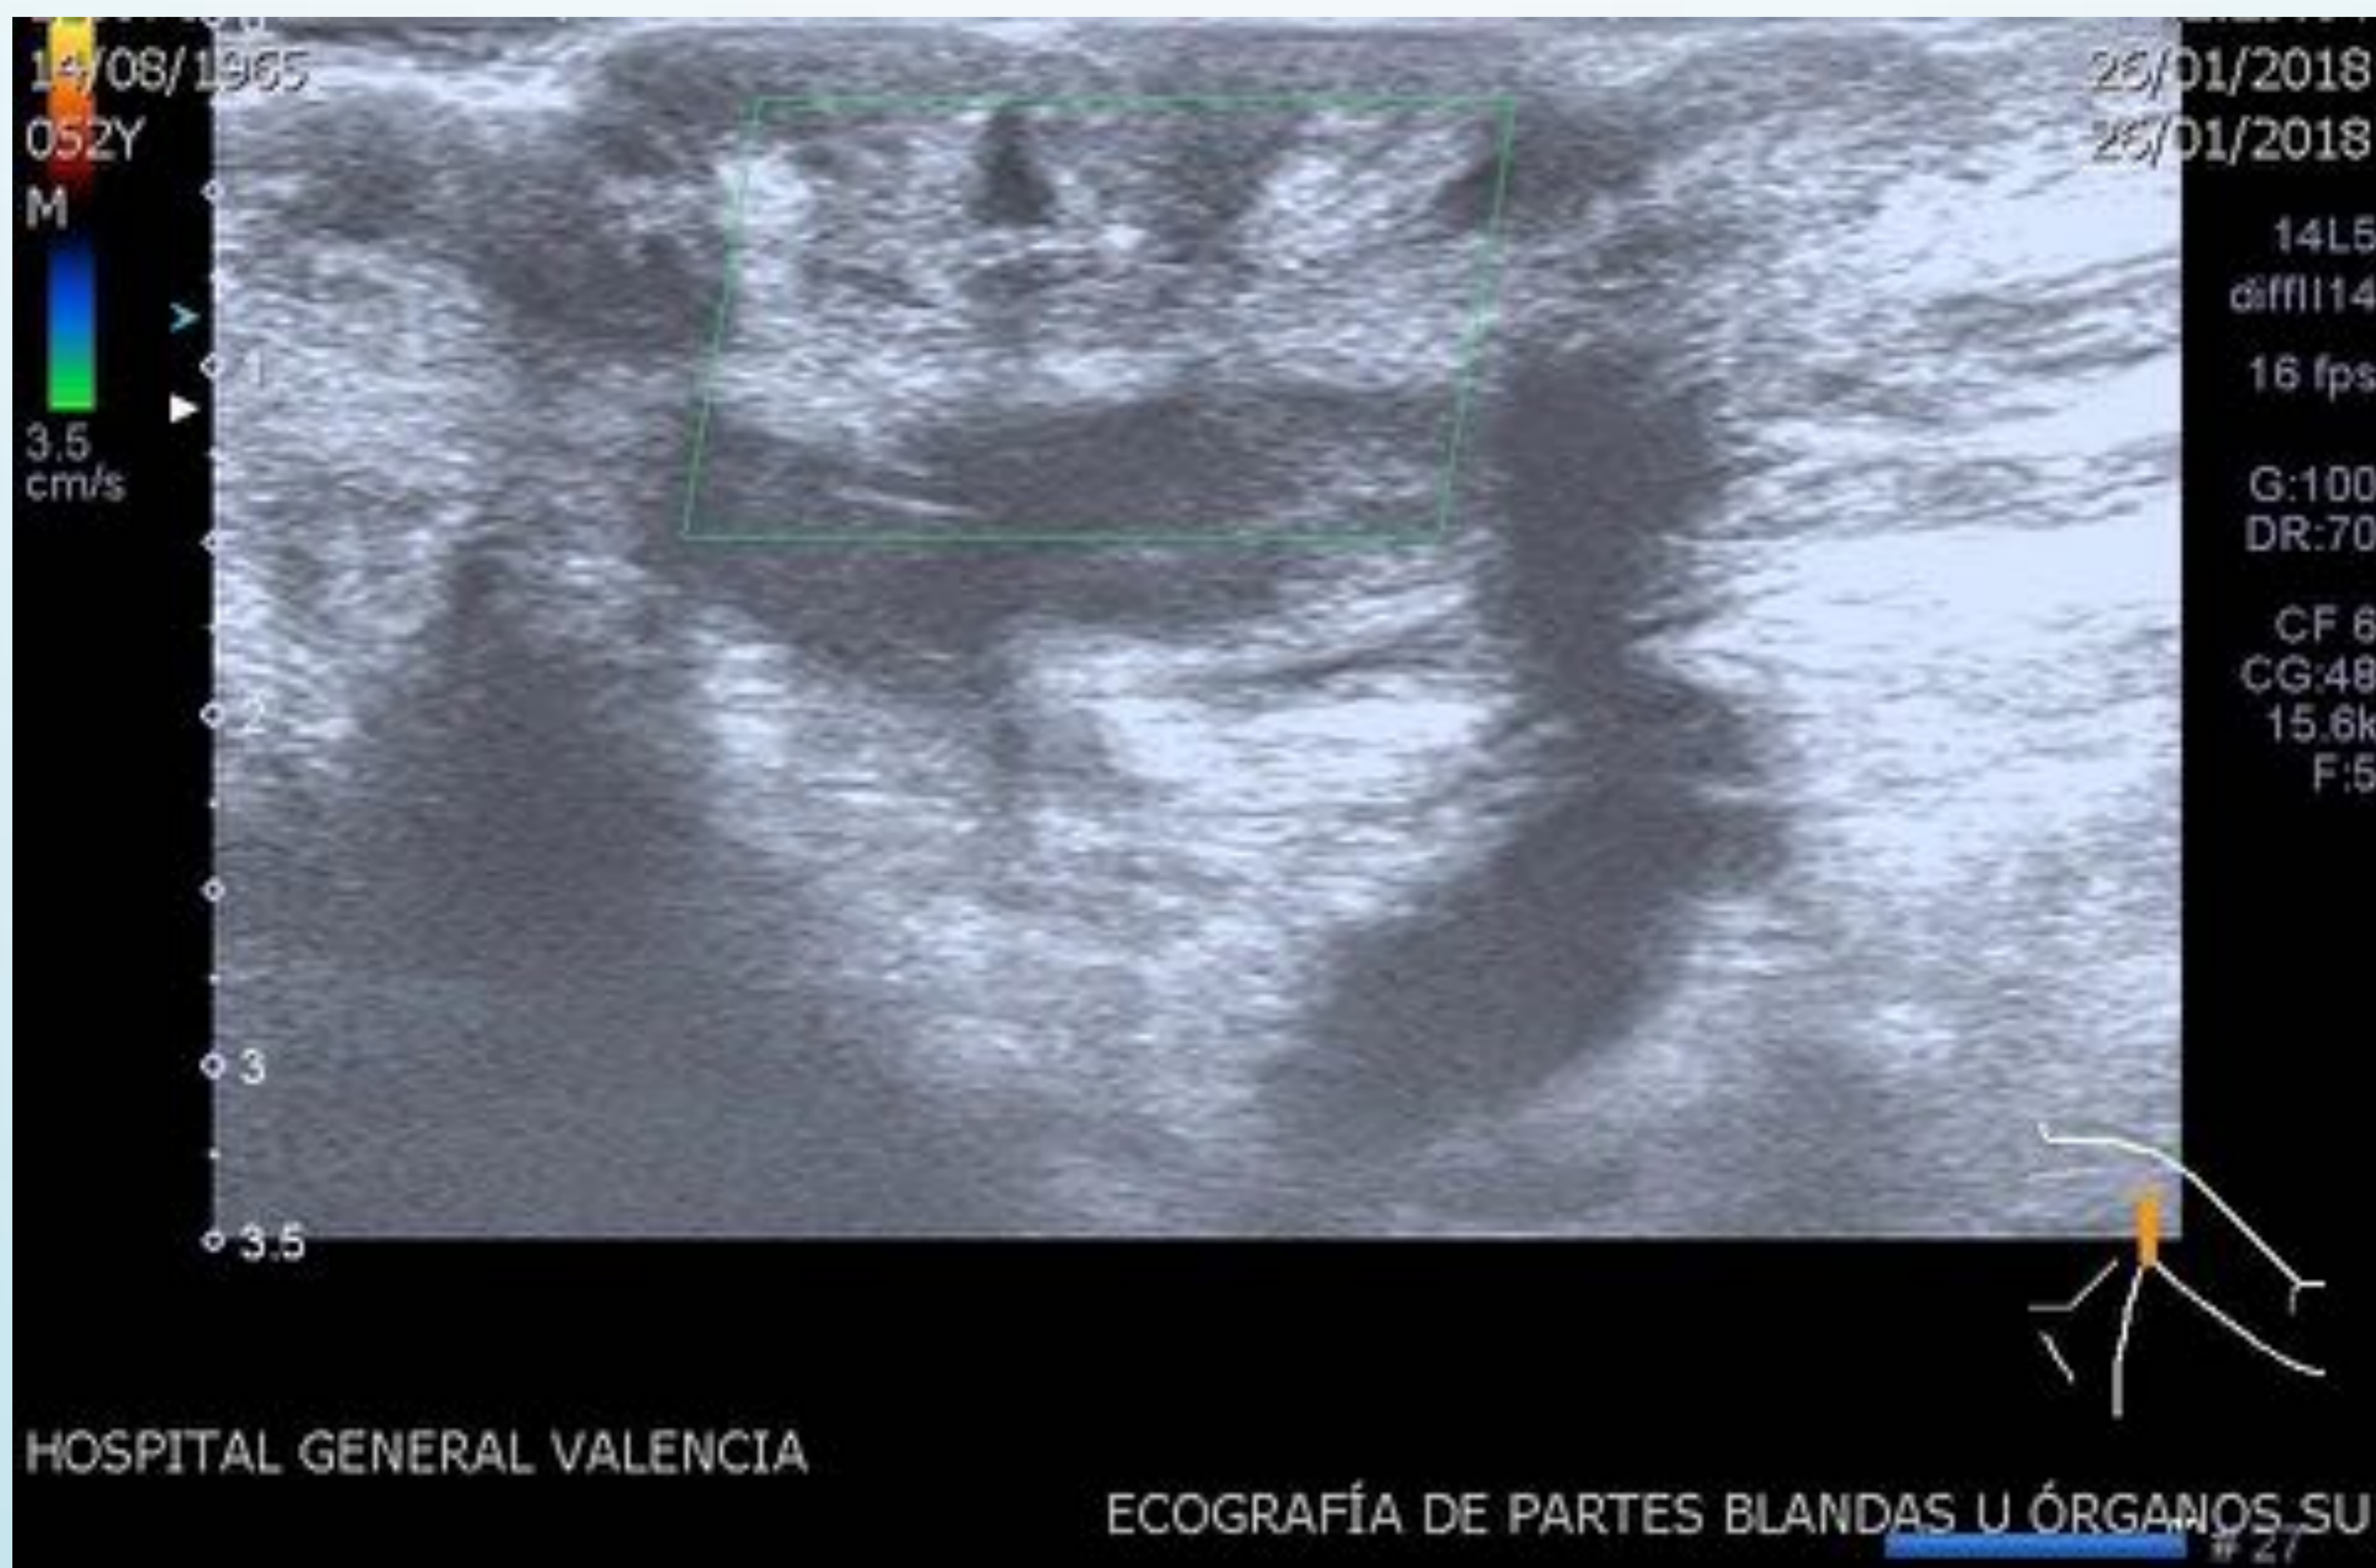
Paciente en tratamiento con Adalimumab. Axila izquierda con engrosamiento dérmico sin señal Doppler. Axila derecha con trayectos fistulosos con gran actividad inflamatoria. Misma paciente con nódulo dérmico pseudoquístico en nalga derecha.
